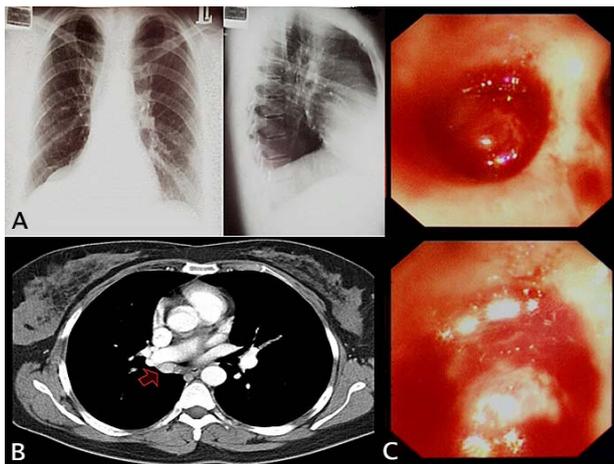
(A) Preoperative chest X-ray shows total haziness, atelectasis of right lower lobe and pneumonic consolidation. (B) Chest CT reveals 1.2X1.2cm homogeneous enhancement mass in right hilum. (C) Bronchoscopy demonstrated endobronchial polypoid mass in right intermediate bronchus.
